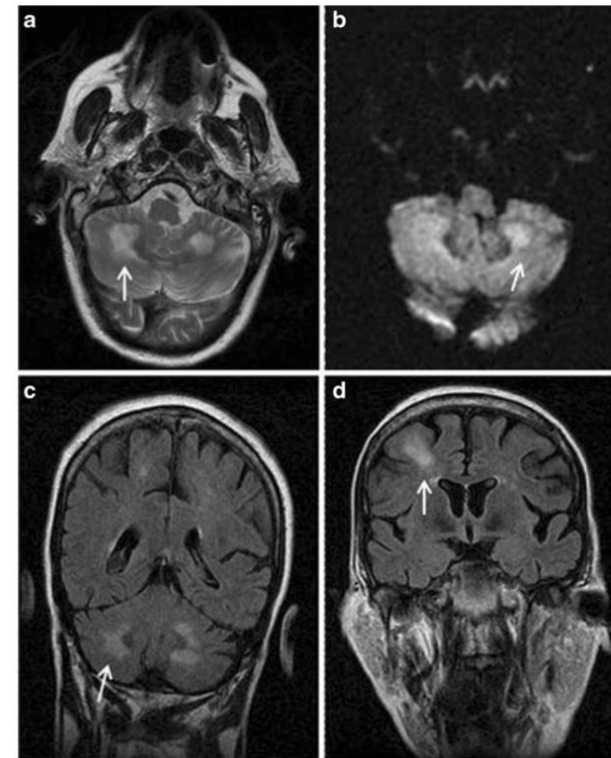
MRI of the brain. a T2-weighted. b Diffusion-weighted imaging (DWI). c, d Axial FLAIR. Hyperintense symmetrical lesions in the central white matter of the cerebellar hemispheres with restriction on DWI (arrows)
